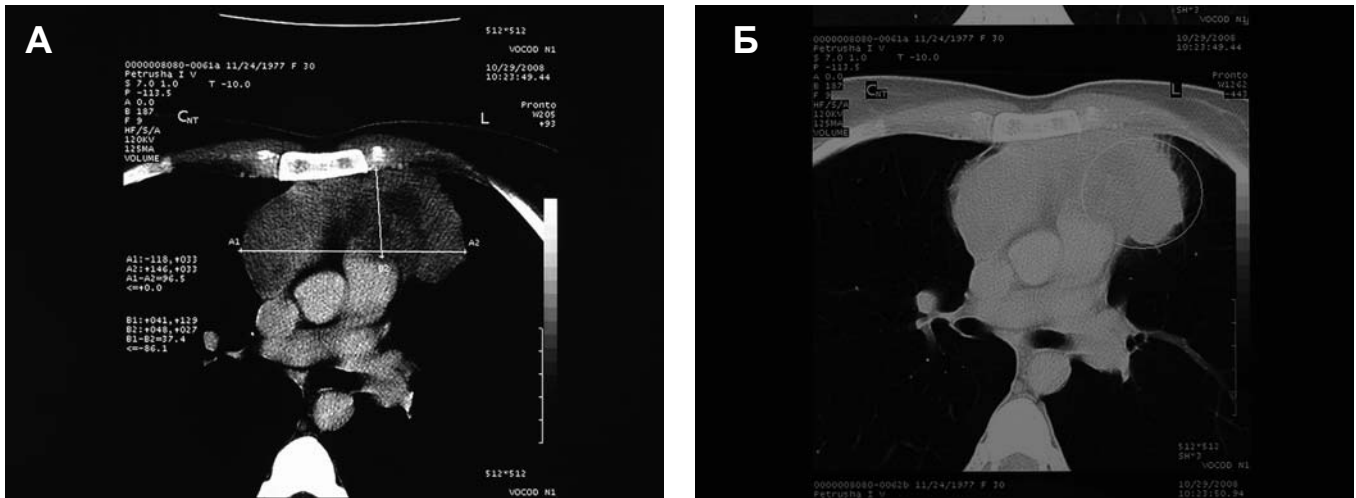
(А, Б) Компьютерные томограммы с контрастированием на момент верификации диагноза (октябрь 2008 г.)
